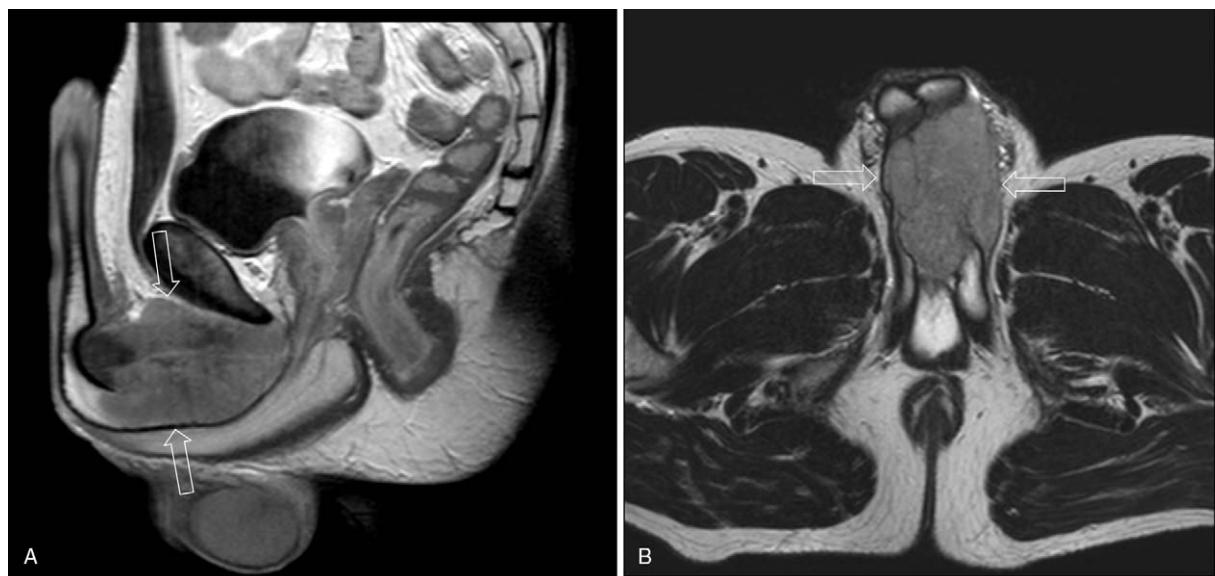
Initial findings of the penis base infiltration on MRI. A) T1-weighted, contrast-enhanced image in the sagittal plane showing a hypointense fusiform mass infiltrating corpora spongiosa with spicular extensions into the pubic fat pad and marked enhancement of the mass due to profuse vascularity. An aggressive, diffuse form of tumor growth is apparent. Note the relative sparing of the bulbospongiosus muscle and pubic bone. B) Same sequence, transversal plane documenting complete destruction of the anatomical structures and the macroscopic architecture of the tumor. MRI = magnetic resonance imaging.
